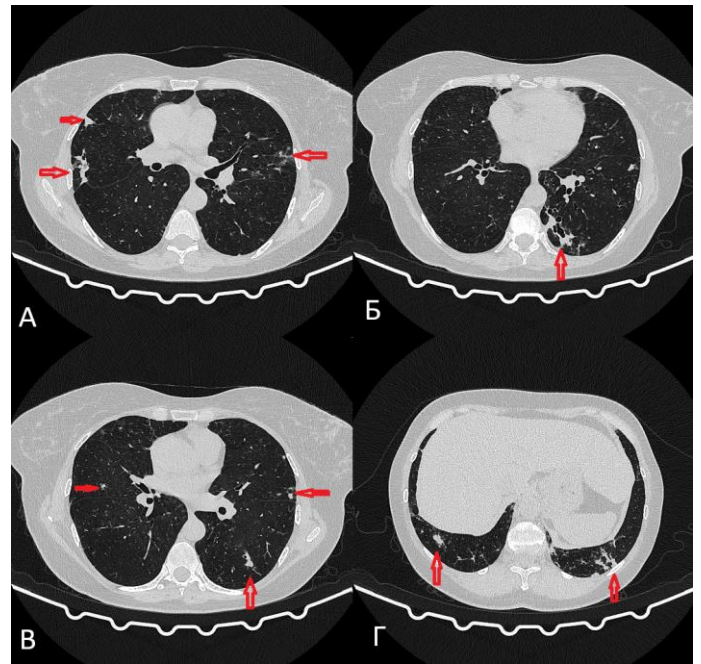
Аксиальные срезы КТ ОГК (21.10.2025) пациентки в лёгочном режиме (стрелками отмечены изменения в лёгочной ткани): разнонаправленная динамика: А - увеличение зоны консолидации в левом лёгком; справа; Б - бронхоэктазия в нижней доли левого лёгкого; В, Г - разнокалиберные очаговые изменения в обоих лёгких
